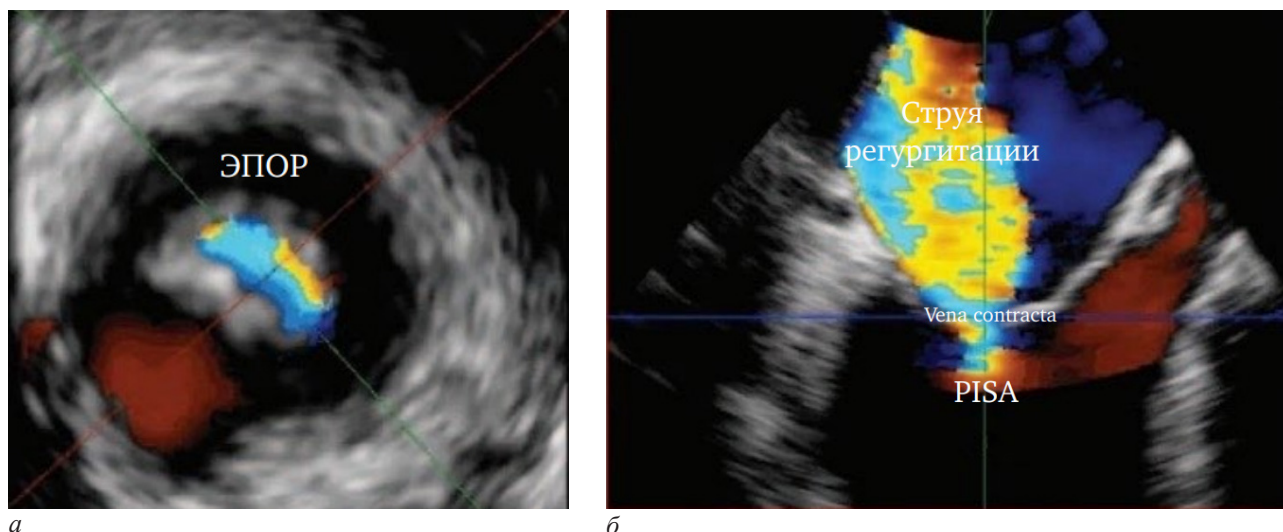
Чреспищеводная эхокардиография, средненищеводное положение датчика: а – 0–20 град.; б – 120–150 град.; ЭПОР – эффективная площадь отверстия регургитации; PISA – проксимальная зона струи регургитации; Vena contracta – ширина струи регургитации в ее самой узкой части. Mahmood F., Matyal R. A quantitative approach to the intraoperative echocardiographic assessment of the mitral valve for repair // *Anesthesia and Analgesia*. 2015. № 1 (121). С. 34–58
